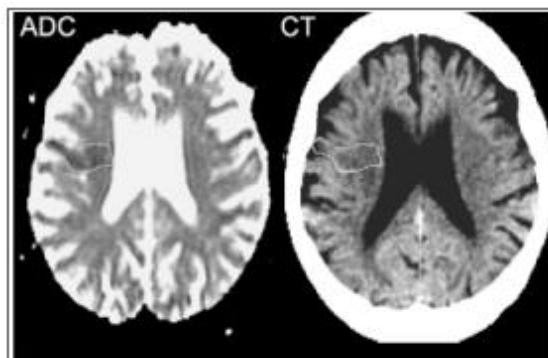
Links das ADC-Parameterbild mit der gelb umkreisten Läsion. Im rechten CT-Bild ist im selben Areal keine Dichteminderung sichtbar.
